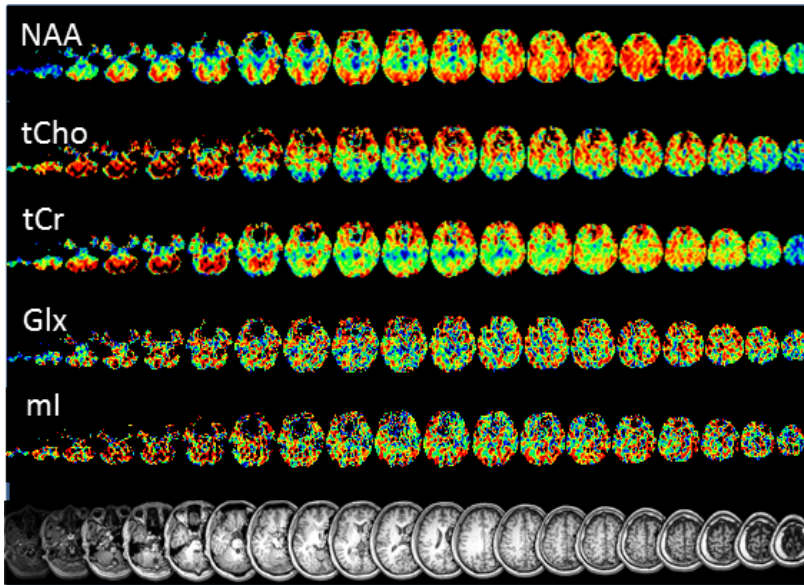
Metaboliten-Maps eines gesunden Probanden (Zeile 1-5) sowie entsprechende anatomische Schnitte, erstellt aus den Roh-Daten der Ganzhirn-Magnetresonananz-spektroskopischen Bildgebung.
